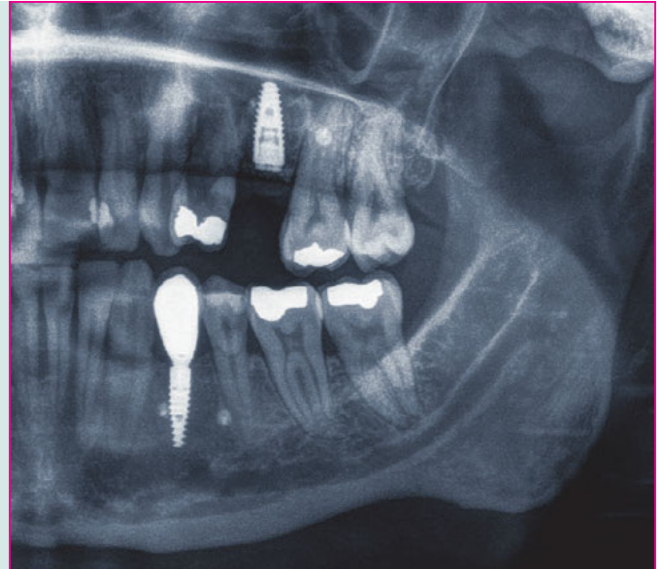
In der radiographischen Aufnahme, welche sieben Monate nach der Augmentation aufgenommen wurde, weist das durch den Knochenring augmentierte Areal eine ähnliche Radioopazität wie der native Knochen auf.
